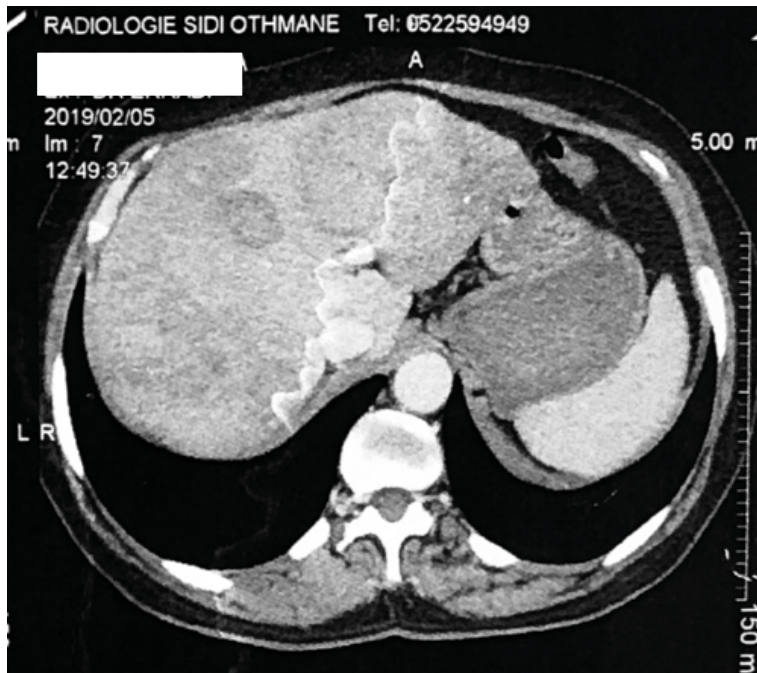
TDM abdominale montrant de multiples nodules hépatiques (flèche noire).
